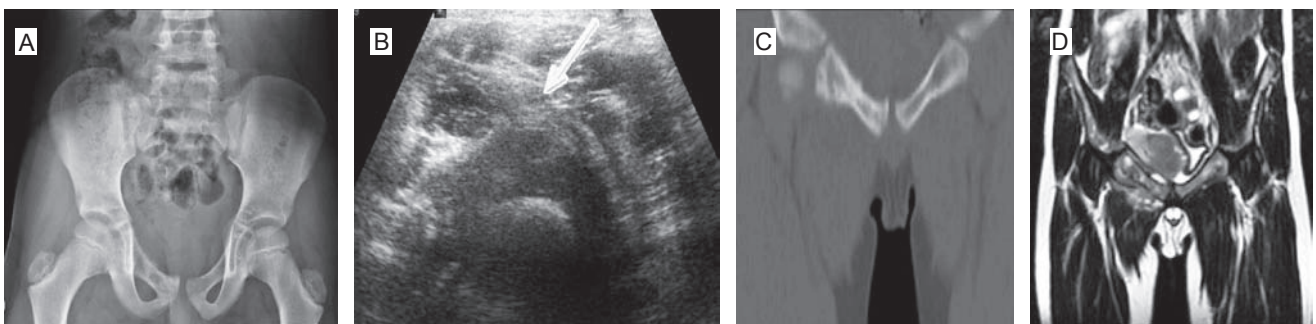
Imagen radiológica que muestra irregularidad en la densidad de la rama iliopúbica derecha, con zonas radiolúcidas y reacción perióstica (a). El ultrasonido (b) muestra el aumento de volumen de los tejidos blandos y la irregularidad cortical. La tomografía computada (c) define mejor la destrucción ósea mientras que la resonancia magnética (d) caracteriza la afectación ósea y de los tejidos blandos.
